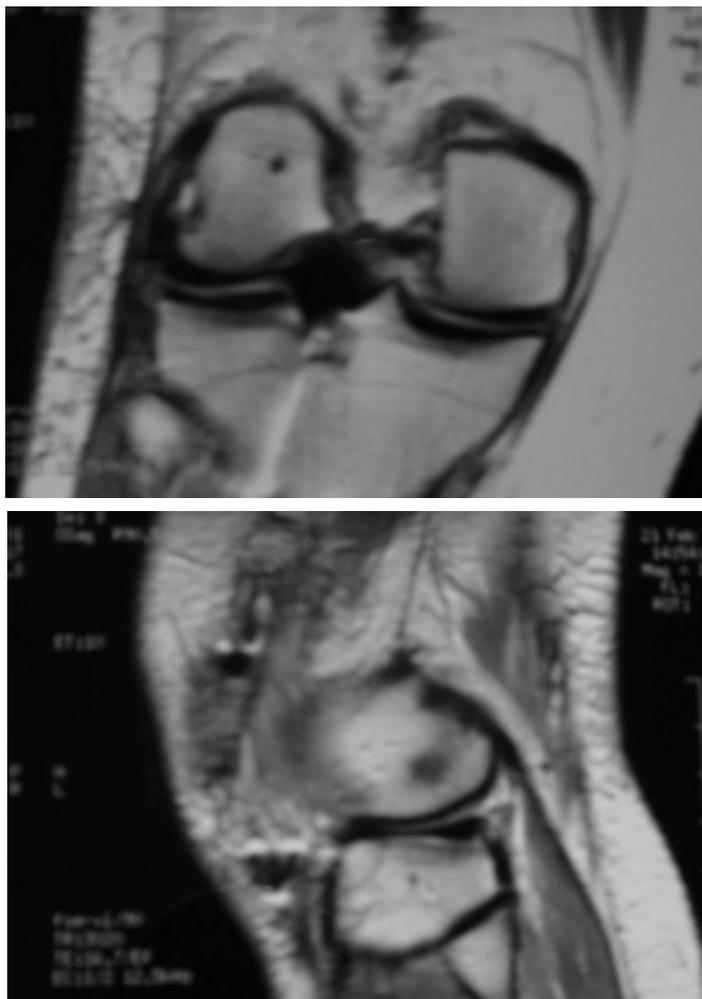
RM de un trasplante meniscal a los seis meses.
